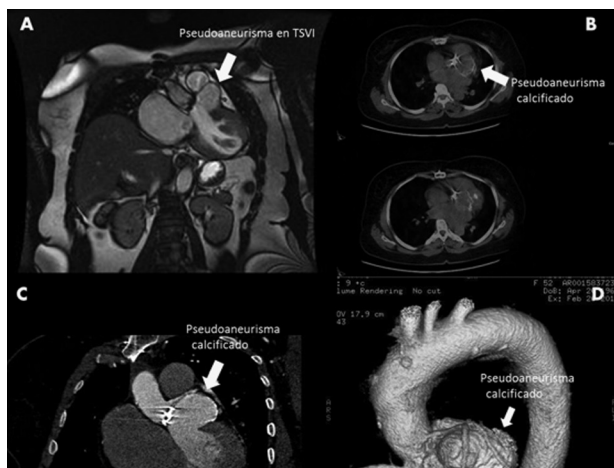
A. Resonancia magnética nuclear cardíaca. Seudoaneurisma en el tracto de salida del ventrículo izquierdo (TSVI). B. Tomografía por emisión de positrones-tomografía computarizada cardíaca. Seudoaneurisma calcificado. Sin evidencia de infección macroscópica periprotésica. C. Tomografía computarizada cardíaca. Seudoaneurisma calcificado. D. Tomografía computarizada cardíaca. Reconstrucción volumétrica. Seudoaneurisma calcificado en el tracto de salida del ventrículo izquierdo.
